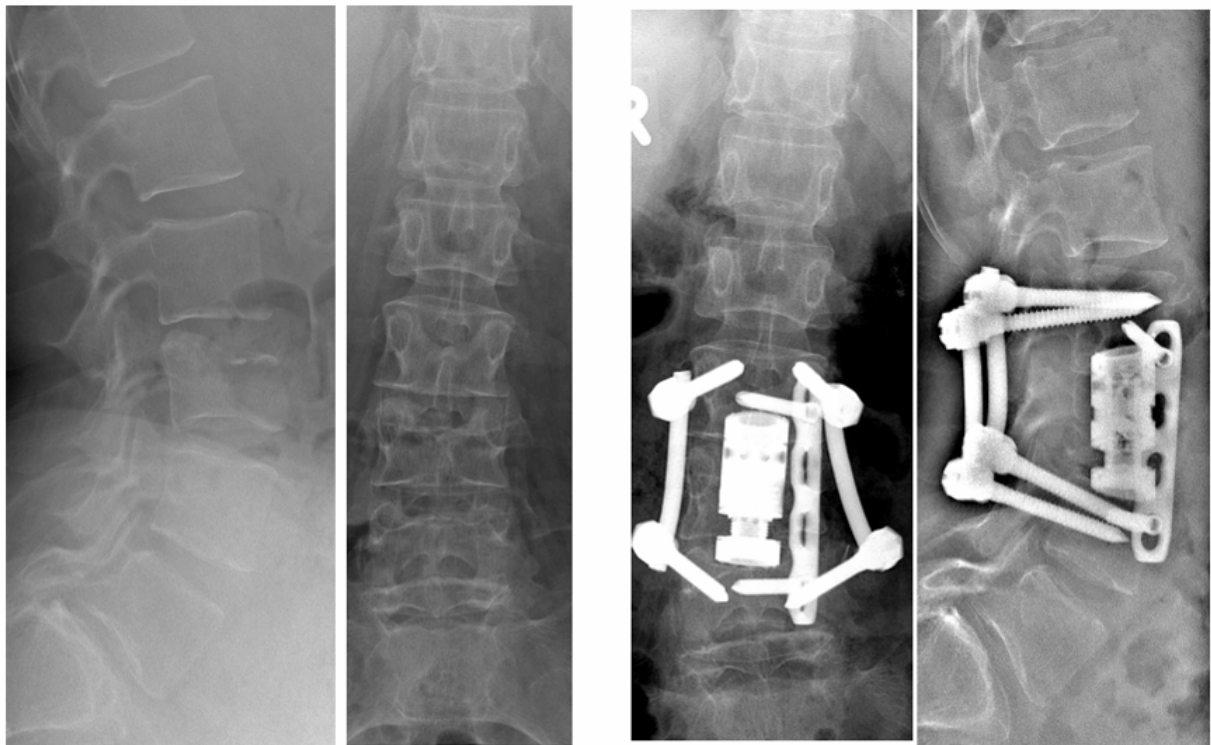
Die linken beiden Röntgenaufnahmen zeigen das Bild einer Spondylodiszitis mit Spondylitis von LWK 3, die rechten beiden Röntgenaufnahmen zeigen das postoperative Ergebnis nach dorso-ventraler Stabilisierung mit USS, expandierbaren Cage und Schrauben- und Plattenosteosynthese
